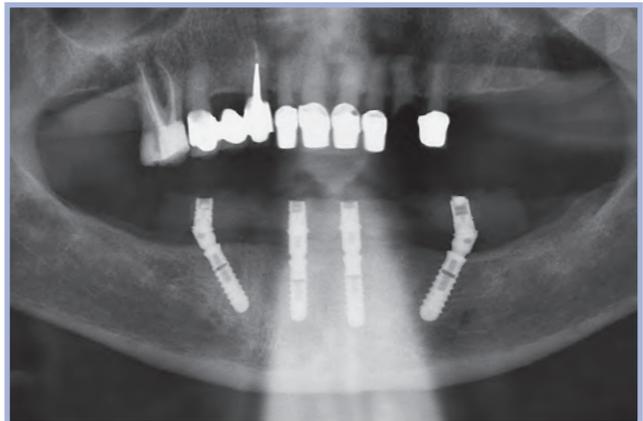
Controllo radiografico al momento della consegna
